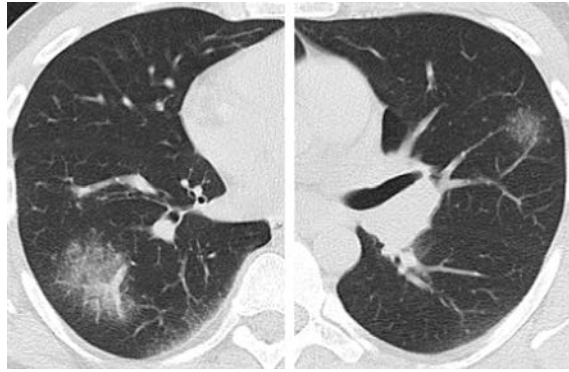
КТ хворого П., 23 років (два аксіальні зрізи): саркоїдоз II стадії. Рідкісний випадок симптому «матового скла» за відсутності вузликового патерну ураження паренхіми
